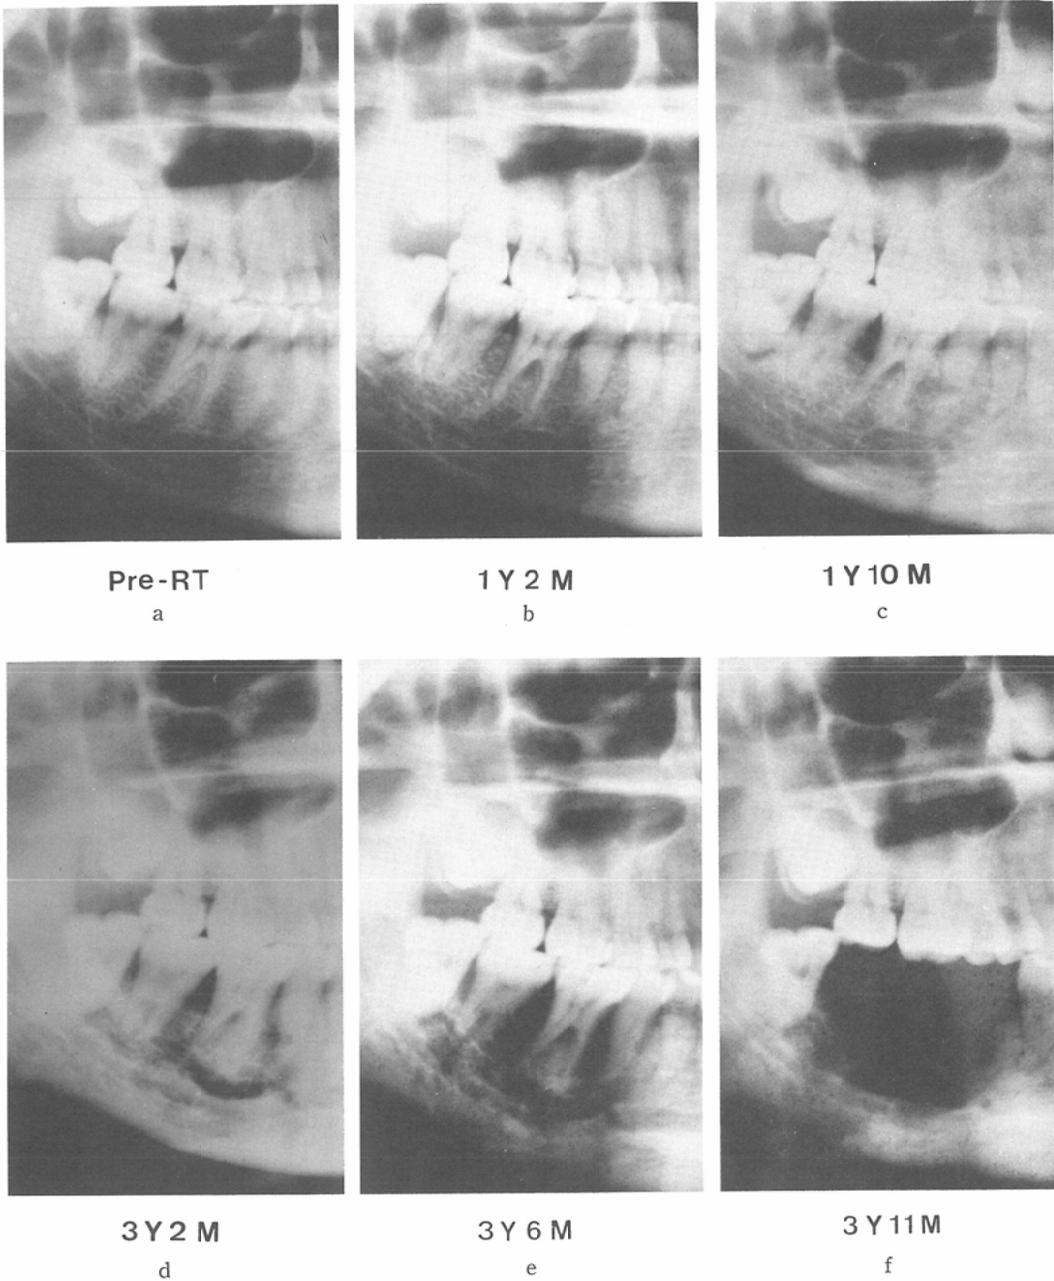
Case 1: Radiographic changes after radiotherapy
